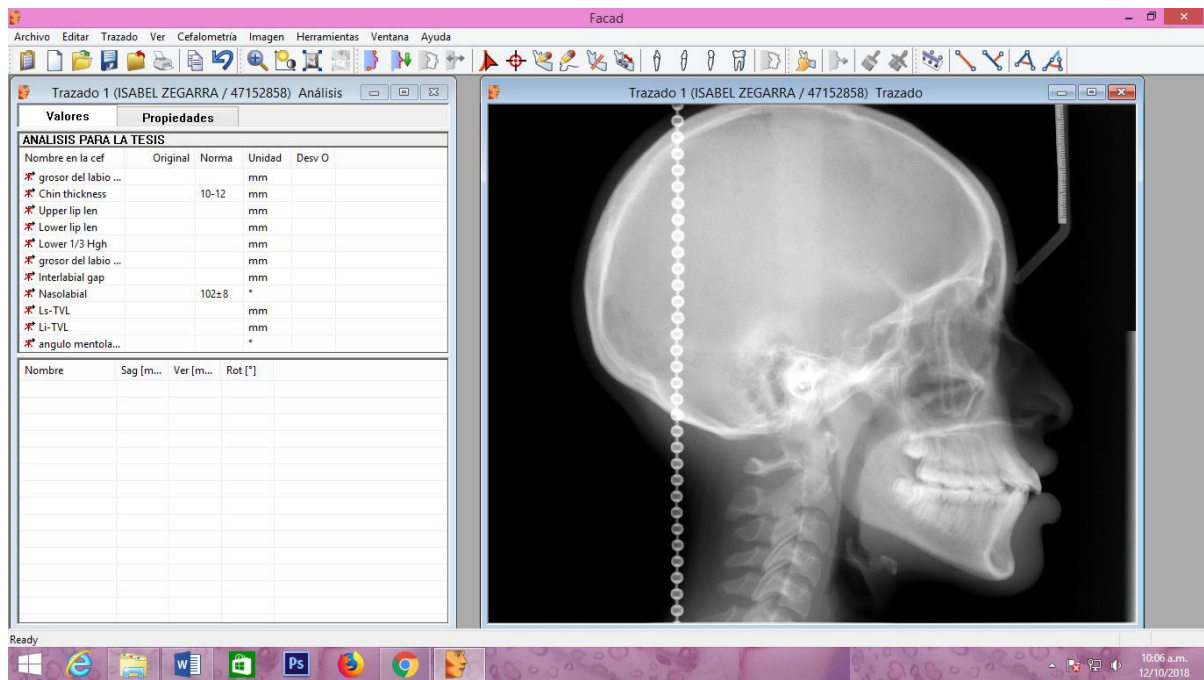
radiografía cefalométrica para el análisis.
